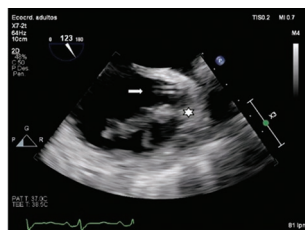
Ecocardiograma transesofágico vista bicaval 123 grados a nivel medio esofágico donde se identifica vegetación adherida a crista terminalis (Asterisco). Se observa catéter de hemodiálisis en vena cava superior sin vegetaciones (Flecha).
